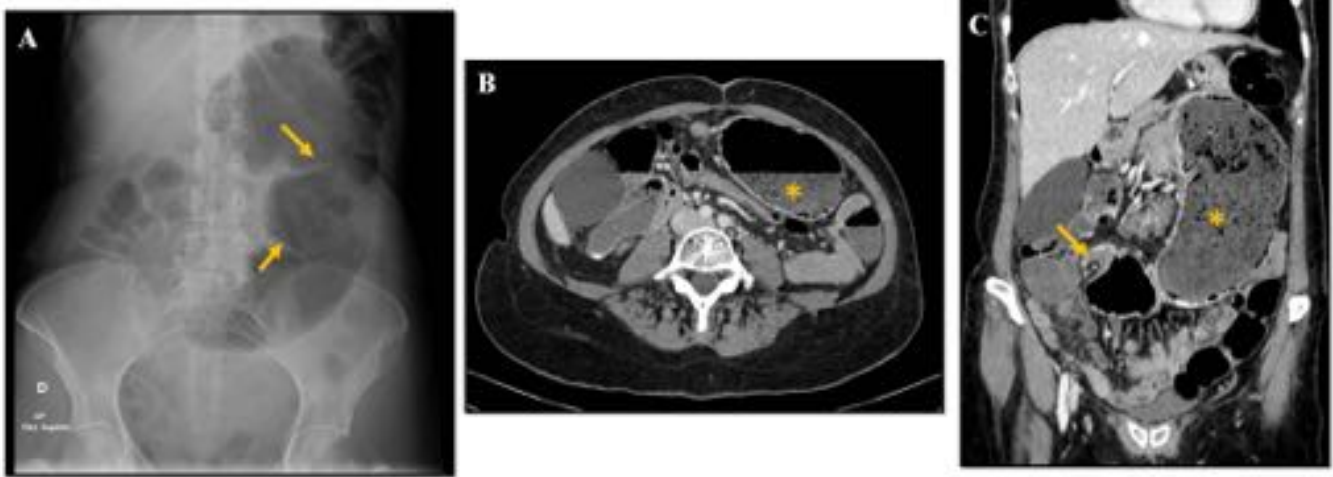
Vólvulo cecal. Mujer de 42 años con dolor abdominal y ausencia de deposiciones. A) Rx de abdomen. Asa intestinal con haustras (flechas) , dilatada y localizada en hipocondrio izquierdo y mesogastrio. B) Imagen axial de TC abdominal. Posición anómala del ciego que se sitúa en cuadrantes izquierdos (*). C) Signo del pico de pájaro. El estrechamiento del asa torsionada indica el lugar de la torsión (flecha). El ciego está muy distendido y con abundante contenido en su interior (*).
